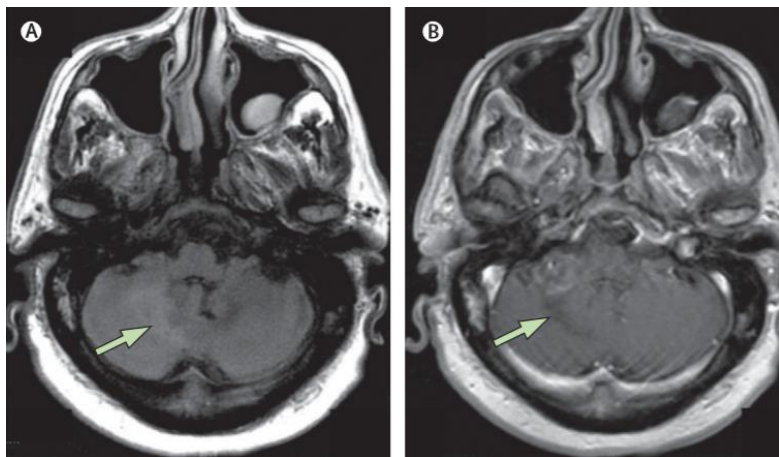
Homem de 69 anos com LLC tratado com quimioterapia e sucessivamente submetido ao rituximab. Apresentou-se com um quadro de declínio progressivo na coordenação da mão e perna direita. PCR do LCR foi positiva para o VJC. A) Áreas com sinal hiperintenso no hemisfério cerebeloso direito e pedúnculo cerebeloso na ponderação FLAIR. B) Áreas hipointensas em T1 (retirado de¹³).
